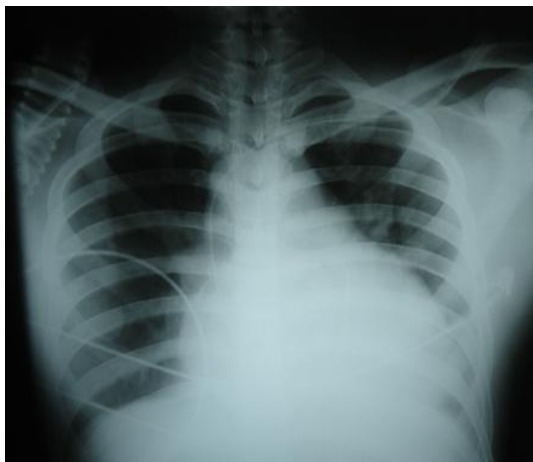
Radiografia de tórax AP evidenciando reatividade cardíaca aumentada devido à miocardite e pericardite graves de paciente em fase aguda de doença de Chagas.
